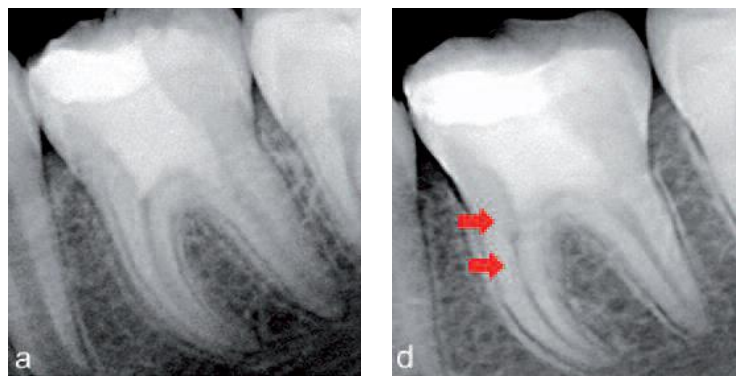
Pulpotomie suivie d’une obturation avec du Biodentine™ : radiographie post-opératoire et à 10 mois. Des calcifications apparaissent au niveau des flèches rouges (Cauwels, Martens, 2014).
